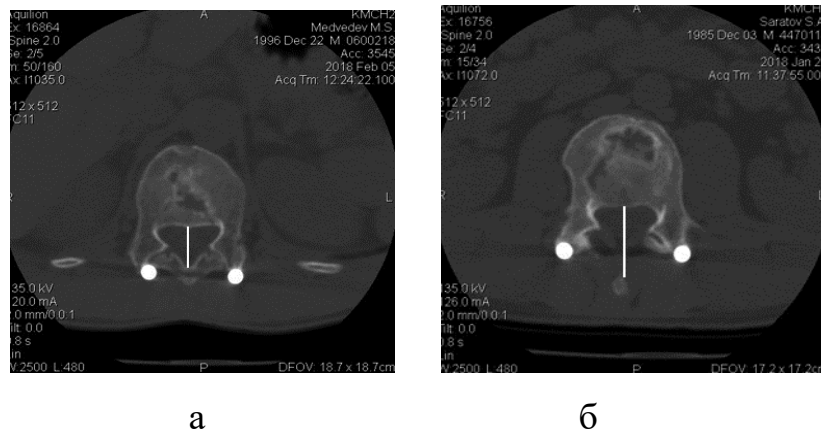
Томограми пацієнтів: а) М., історія хвороби № 91518; б) С., історія хвороби № 91420. Д – дефекти центральної частини тіла хребця; Р – щільна регенерація задньої частини; А – рентгенологічні признаки артродезу
